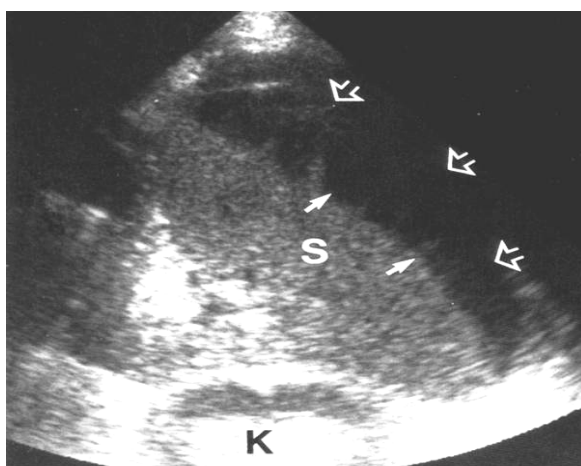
Ecografie splenică în urgență. Pacienta F.I. 54 ani. Aspect de hematom perisplenic
